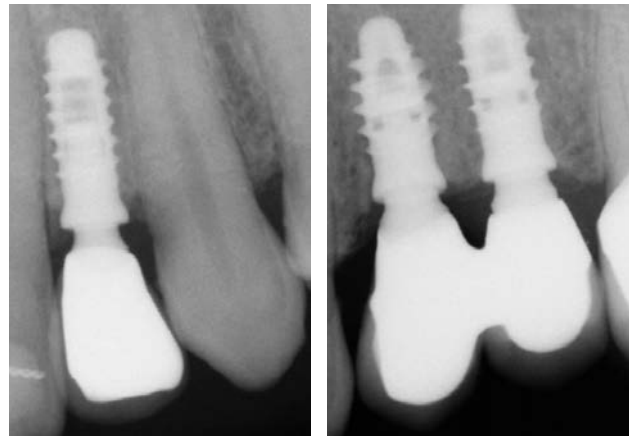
Radiografia endorale che mostra il riassorbimento osseo peri-implantare di circa 2 millimetri tipico delle connessioni protesiche avvitate.
